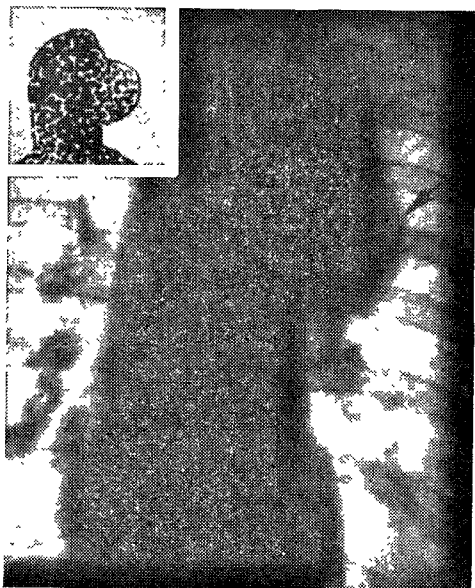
Рентгенограмма в переднезадней проекции при аневризме дуги аорты. Тень аневризмы занимает все верхнее средостение и выходит в левое легочное поле.
